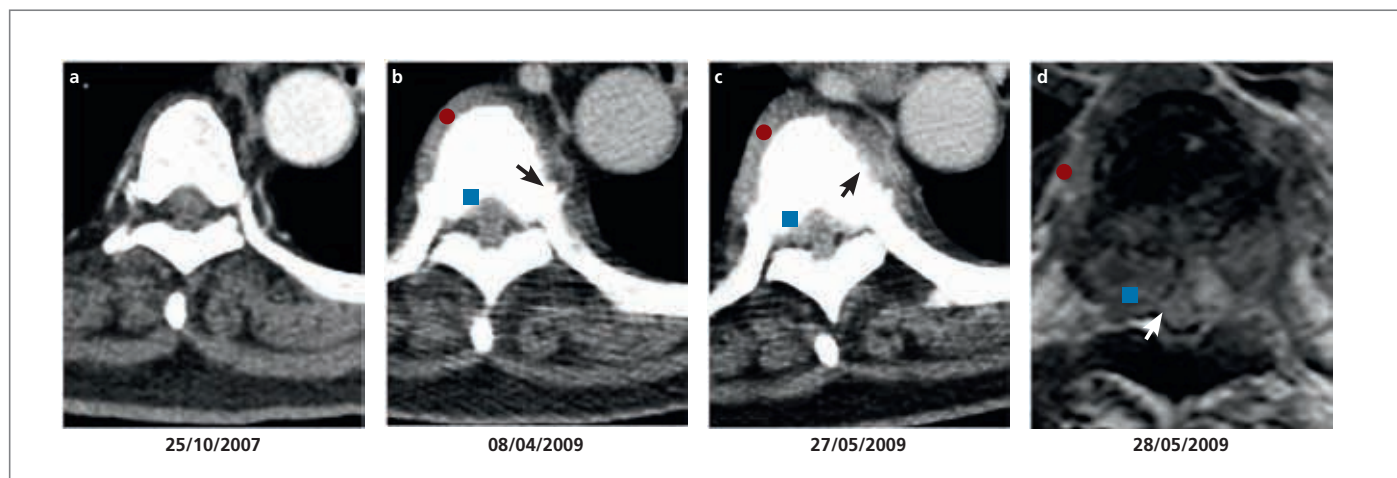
Serial CT examination of epidural disease (■), paravertebral fat infiltration (●) and periosteal reaction (black arrow) at the level of T6, showing: a: normal appearances, b: mild epidural and paravertebral disease with periosteal reaction; c: significant epidural and paravertebral disease with periosteal reaction. d: axial T2 weighted MRI confirming cord compression with complete effacement of cerebrospinal fluid, plus distortion and flattening of the spinal cord (white arrow).
